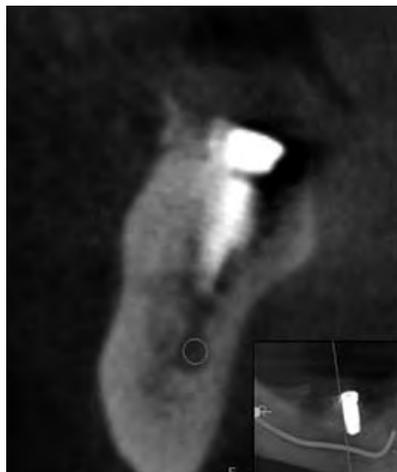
TAC post del implante en 46, su relación con el CDI, y las zonas de menor densidad ósea.
